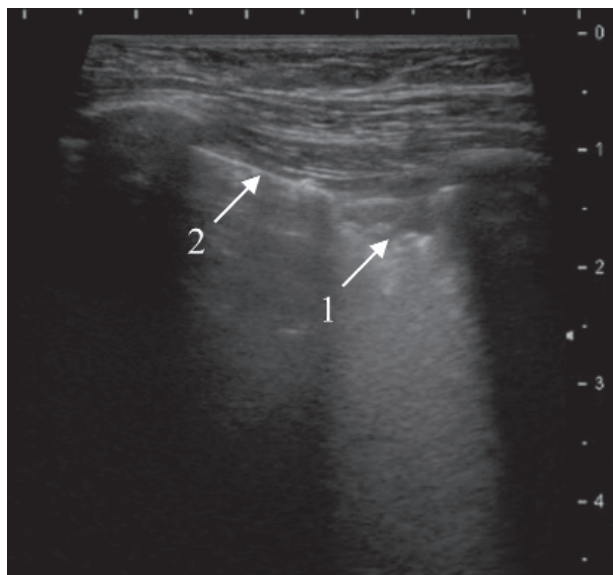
Второе УЗИ через 7 дней. Положительная динамика пневмонии в виде значительного уменьшения инфильтрата (1), частичное восстановление воздушной поверхности лёгкого (2)
